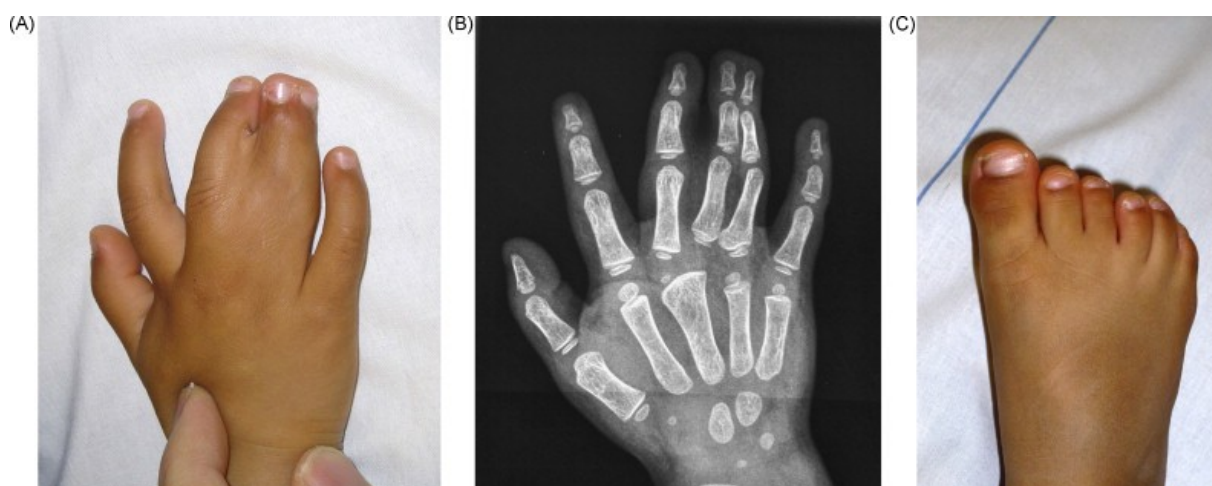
Syndactylie de type II (polysyndactylie). A. Aspect clinique. B. Aspect radiographique. C. Aspect du pied avec duplication du cinquième rayon.
